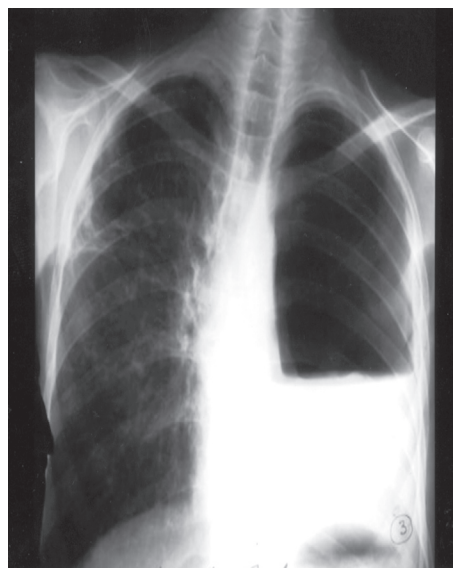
Radiographie thoracique montrant le pyopneumothorax
